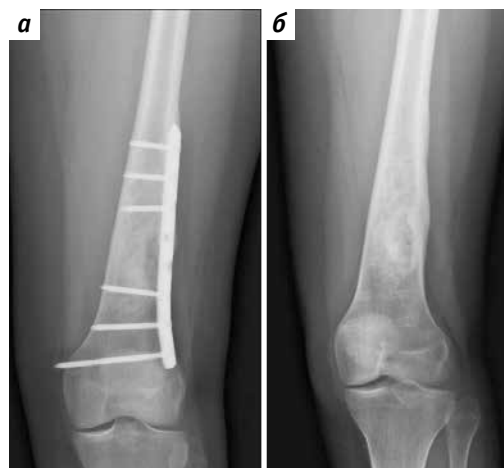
Рентгенограммы левой бедренной кости пациентки У.: а – на сроке наблюдения 8 мес; б – после удаления накостной пластины
